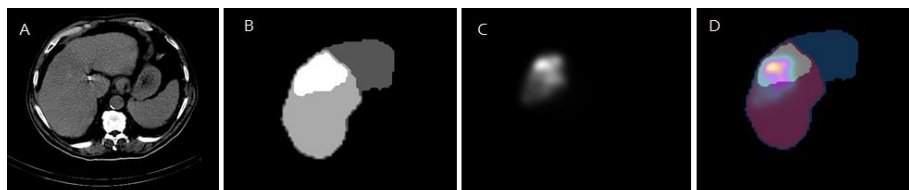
Ejemplo de la heterogeneidad intralesión de la distribución de los  $^{99m}\text{Tc}$ -MAA, correspondiente al paciente 7, en el que se muestra un corte axial de las siguientes imágenes: A) CT de simulación, B) máscaras resultantes de la segmentación de los VOIs, C) SPECT y D) fusión de las máscaras y el SPECT.
